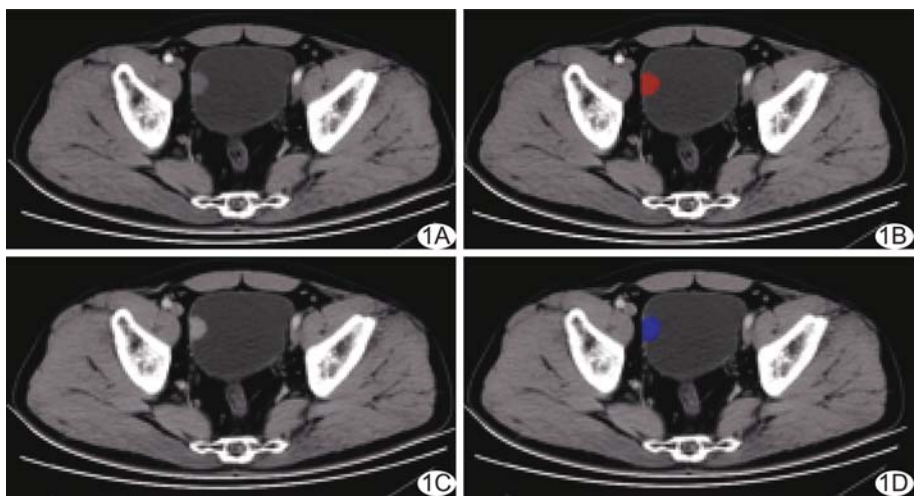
患者男, 65 岁, 膀胱壁右侧 MIBC A、B. 于轴位动脉期增强 CT 图像上勾画病灶 ROI(红色); C、D. 于轴位静脉期增强 CT 图像上勾画病灶 ROI(蓝色)
